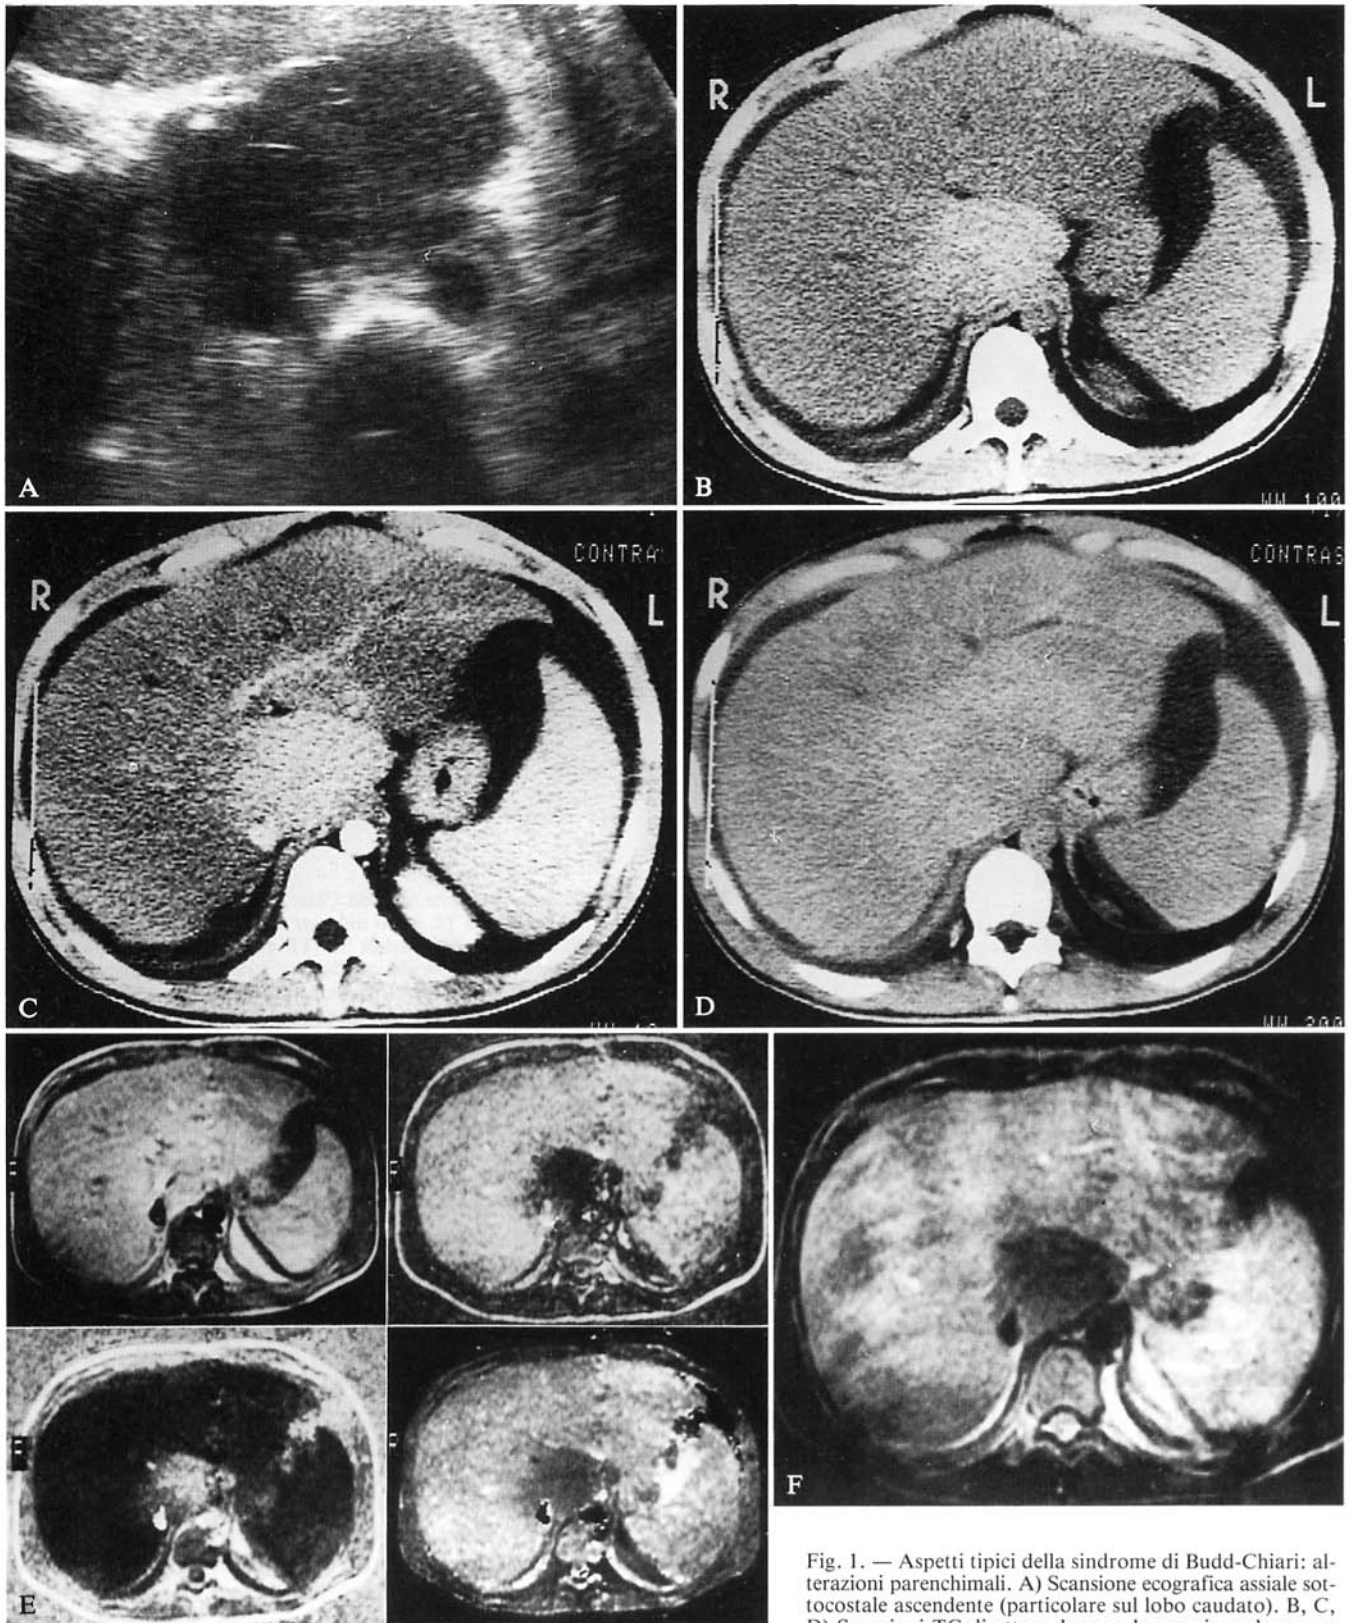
Aspetti tipici della sindrome di Budd-Chiari: alterazioni parenchimali. A) Scansione ecografica assiale sottocostale ascendente (particolare sul lobo caudato). B, C, D) Scansioni TC diretta e dopo mdc per via endovenosa precoce e tardiva. Ipoecogenicità (A) e iperdensità relative (B-C) del lobo caudato ipertrofico nei confronti del restante parenchima. Raggiungimento di enhancement omogeneo nella fase tardiva (D). E) RM sequenza mista: SE (TR 300/TE 20 ms); IR modulo, parte reale e mappa del T1 (TR 1002/TE 20/T1 210 ms). F) RM sequenza SE (TR 1960/TE 100 ms). L'ottimizzazione del contrasto ottenibile con la sequenza mista, ancora più che nella acquisizione SE T2, rende più evidenti le alterazioni tra parenchima congesto e normoperfuso.
